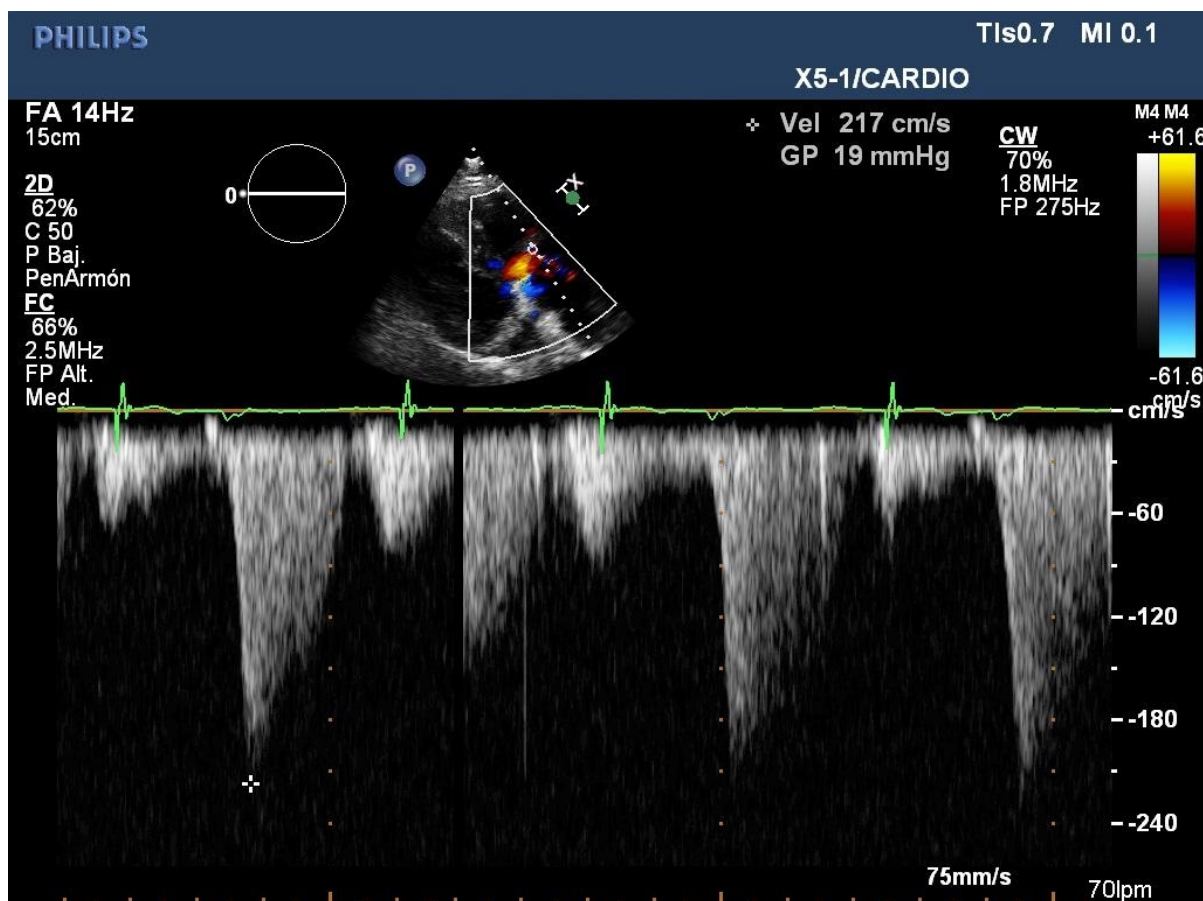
En ecocardiograma se aprecia hipertrofia moderada concéntrica (Espesor del septo : 13 mm), patrón de disfunción diastólica (patrón de ondas pseudonormal) y aumento moderado biauricular. No hay evidencia de punteado brillante en el miocardio.
